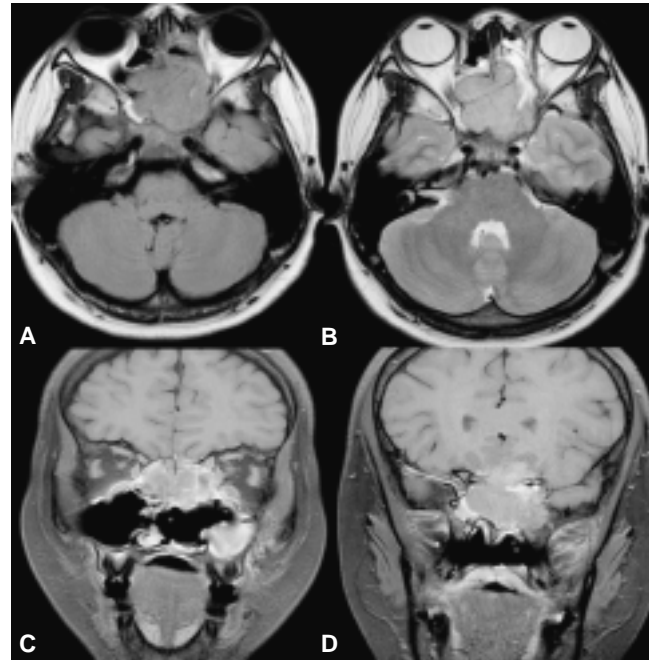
(A-D) Resonancia magnética en secuencias multiplanares T1 y T2 con la lesión hipointensa que refuerza intensamente posterior a la aplicación de Gado-linio.
